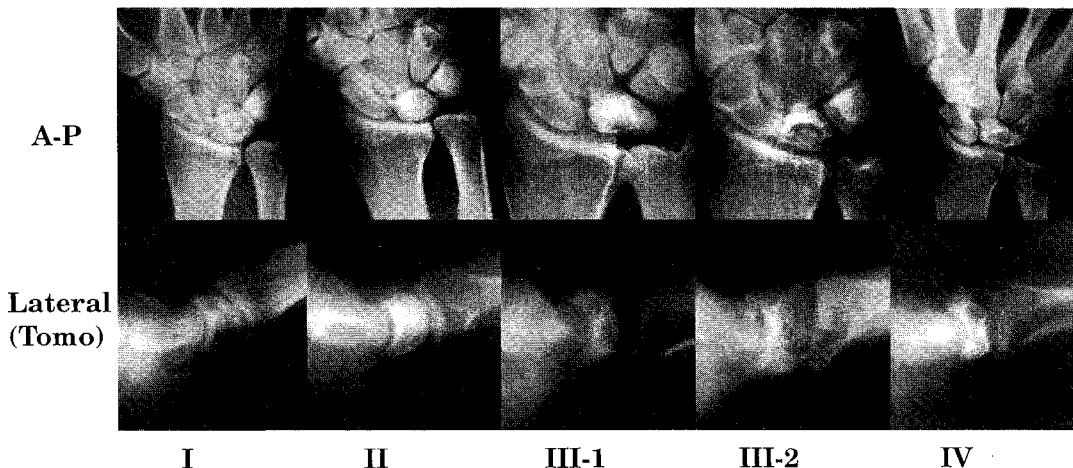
A new radiographic classification of Kienböck's disease.
